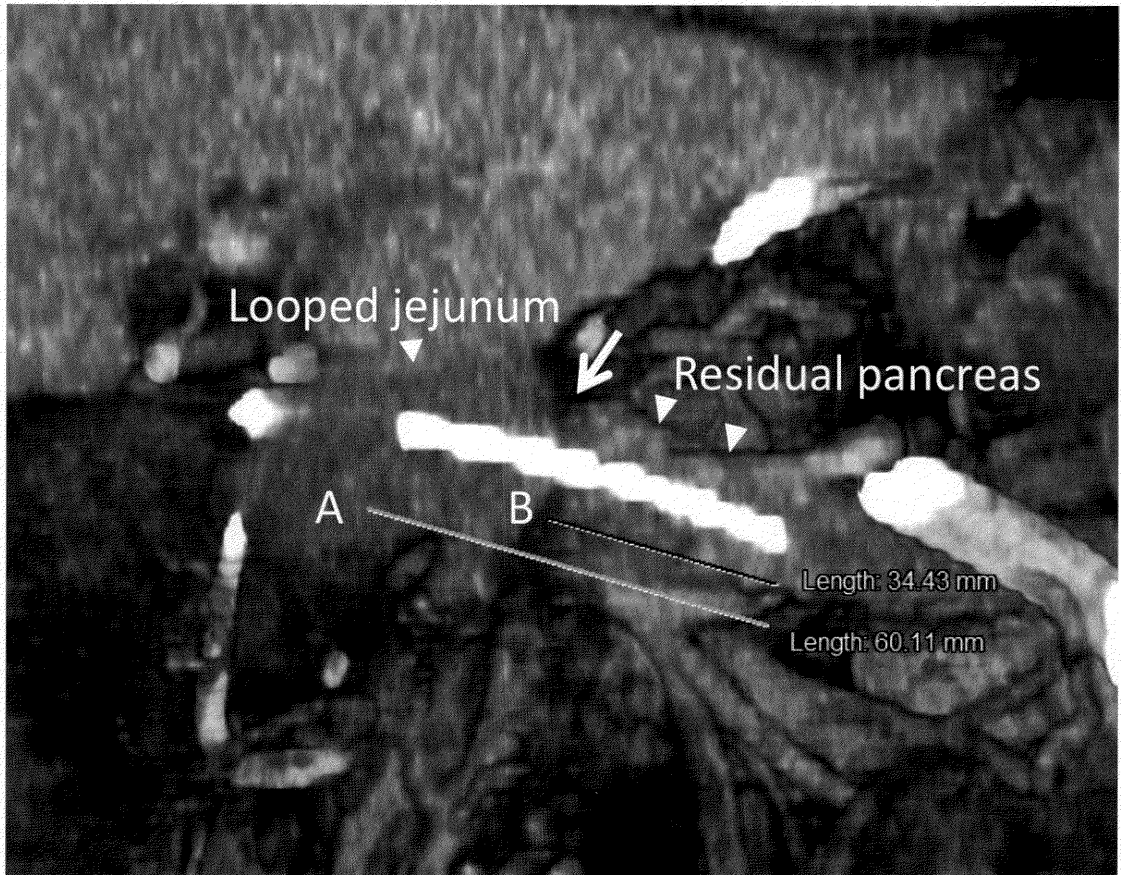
CT画像によるステント全長・ステント臍内長の計測
